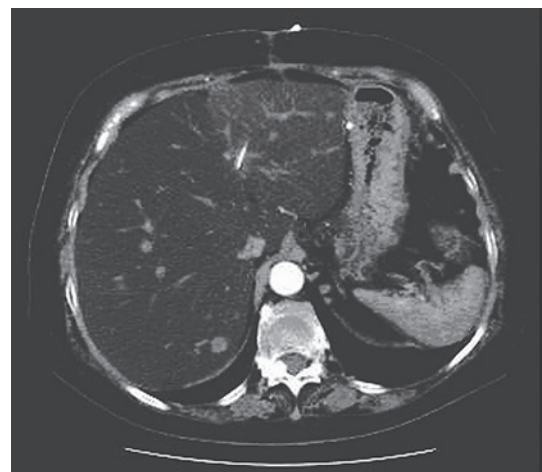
第96病日撮像造影CT 肝内に多発転移を認める
